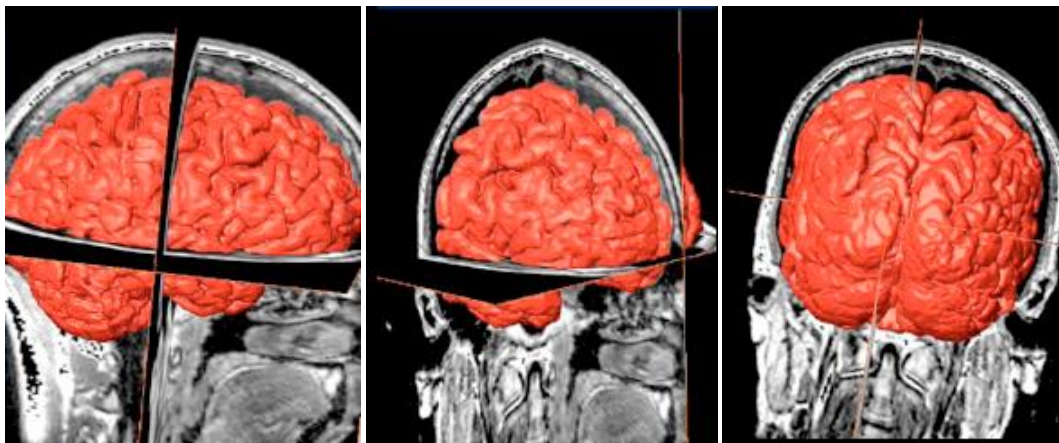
Reconstrucción 3D de la corteza cerebral embebida en secciones ortogonales de RM, utilizando Amira®, y desde diferentes orientaciones espaciales.
